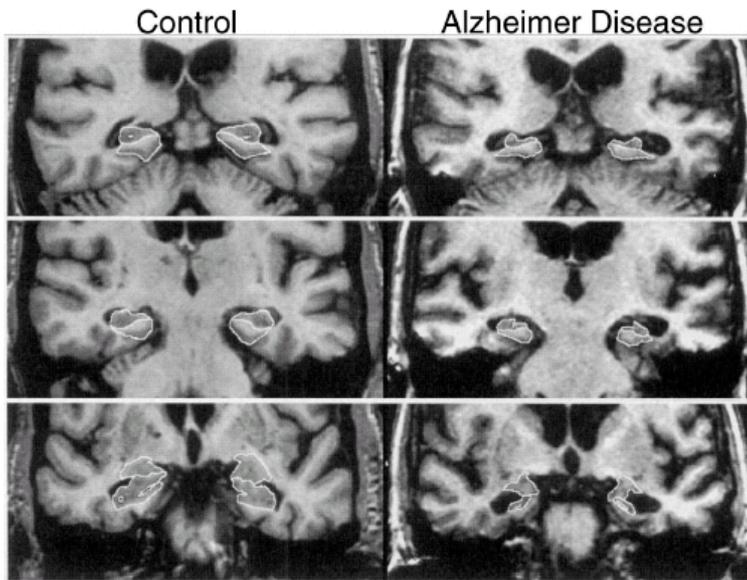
MRT-Bilder demonstrieren den Verlauf des Abbaus des hippocampalen und parahippocampalen Gyri bei einer 73-jährigen DAT-Patientin (rechts) im Vergleich zu einer 75-jährigen gesunden Kontrollprobandin (links), Amygdala und Hippocampus sind durch Umrisslinien kenntlich gemacht (aus Petrella, Coleman & Doraiswamy, 2003).
